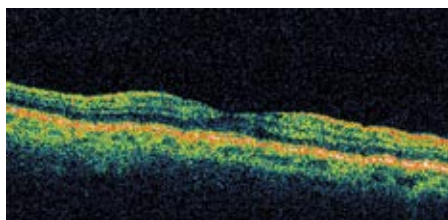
Tomographic OCT scan demonstrating the normal retinal architecture
